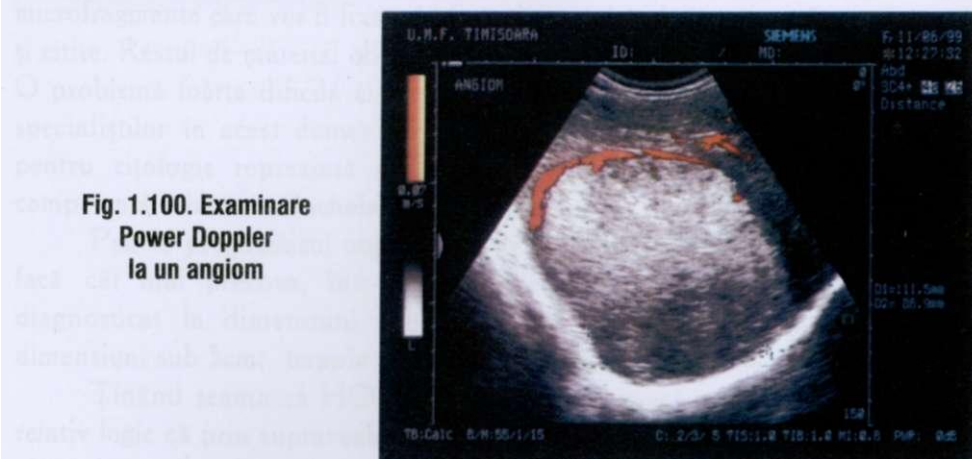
Power Doppler cu
